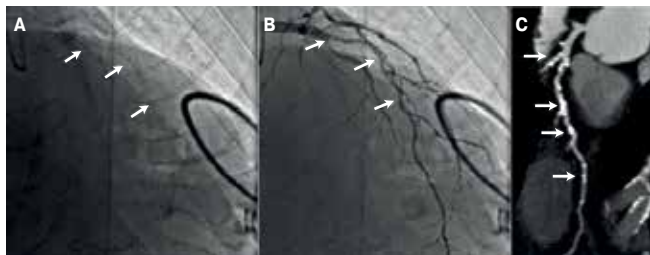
А. КАГ до введения контраста. Стрелками отмечен кальциноз в проксимальной и средней части передней нисходящей артерии (ПНА). В. КАГ с контрастом. Стрелками отмечены стеноз в проксимальной части и неровные контуры в средней части ПНА. С. мультипланарная реконструкция при МСКТ ПНА. Стрелками отмечены кальциноз в проксимальной части, выраженный кальциноз в средней части и единичные кальцинаты в дистальной части ПНА.
